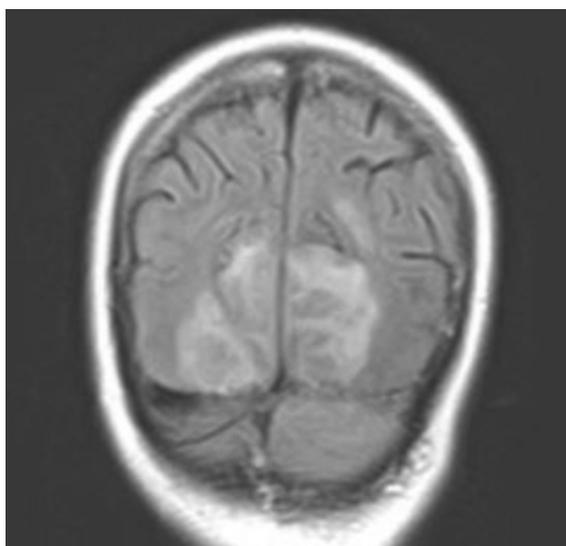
Участки гиперинтенсивного сигнала в режиме T2 в обеих затылочных долях (справа 43×26,5×40 мм, слева 41×36×26 мм) без признаков ограничения диффузии
